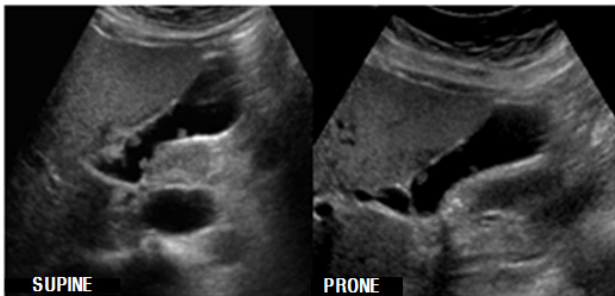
Ultrasonography of GB polyps
